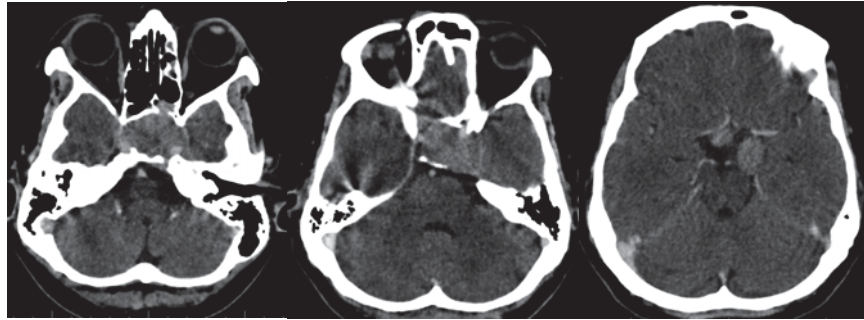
СКТ перед операцией. Эндо-супраселлярная аденома гипофиза с формированием вторичного узла от задних отделов кавернозного синуса
